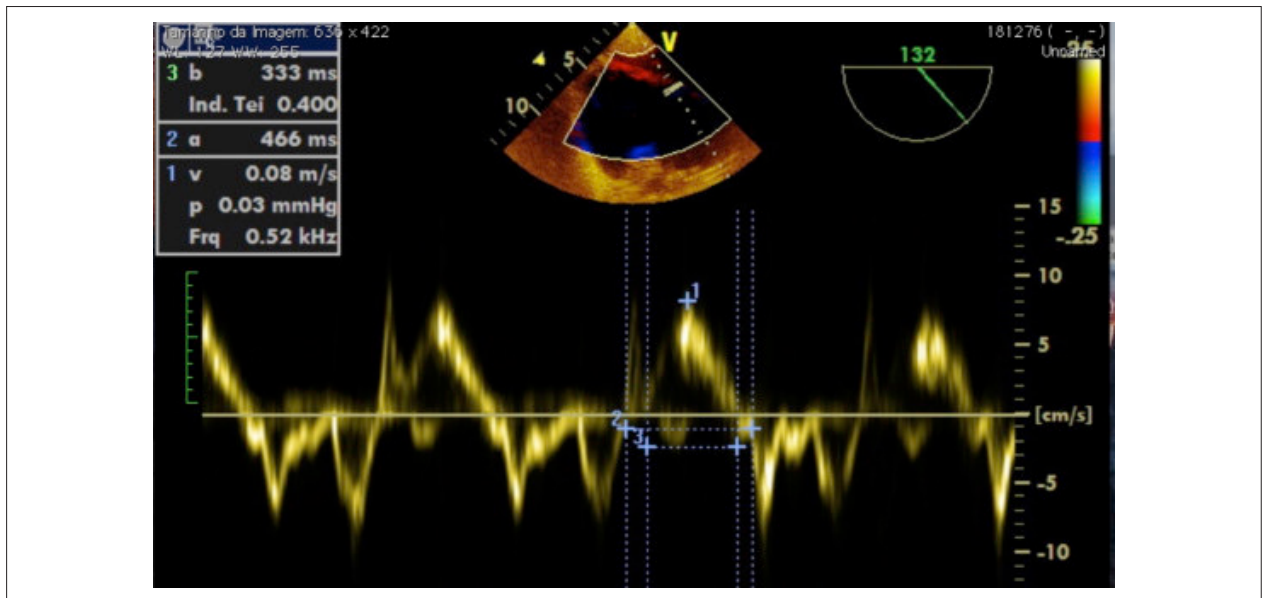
Índice de desempenho miocárdico do ventrículo direito (RMPI) ou índice de Tei. Nesta figura vemos representado o Doppler tecidual do anel tricúspideo no transgástrico profundo do ventrículo direito.
